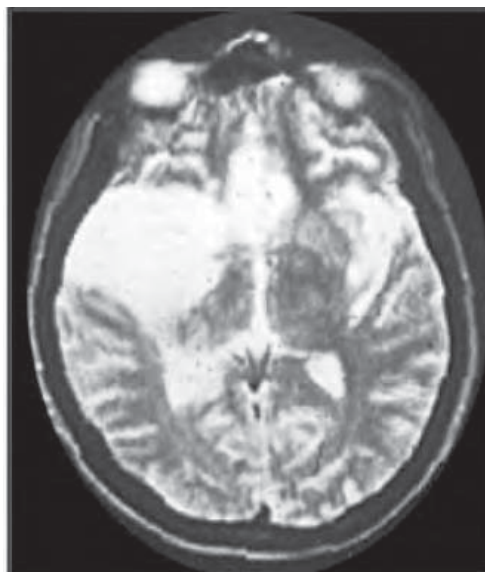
/2.- Resonancia magnética por imágenes. Localización bitemporal en encefalitis herpética.
